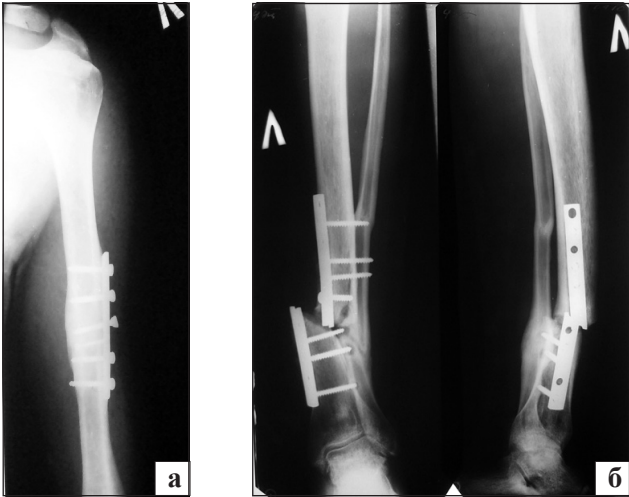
Фотоотпечатки рентгенограмм больного П. через 1 год и 2 мес. после травмы: левой плечевой кости (а), левой голени (фас, профиль) (б)
